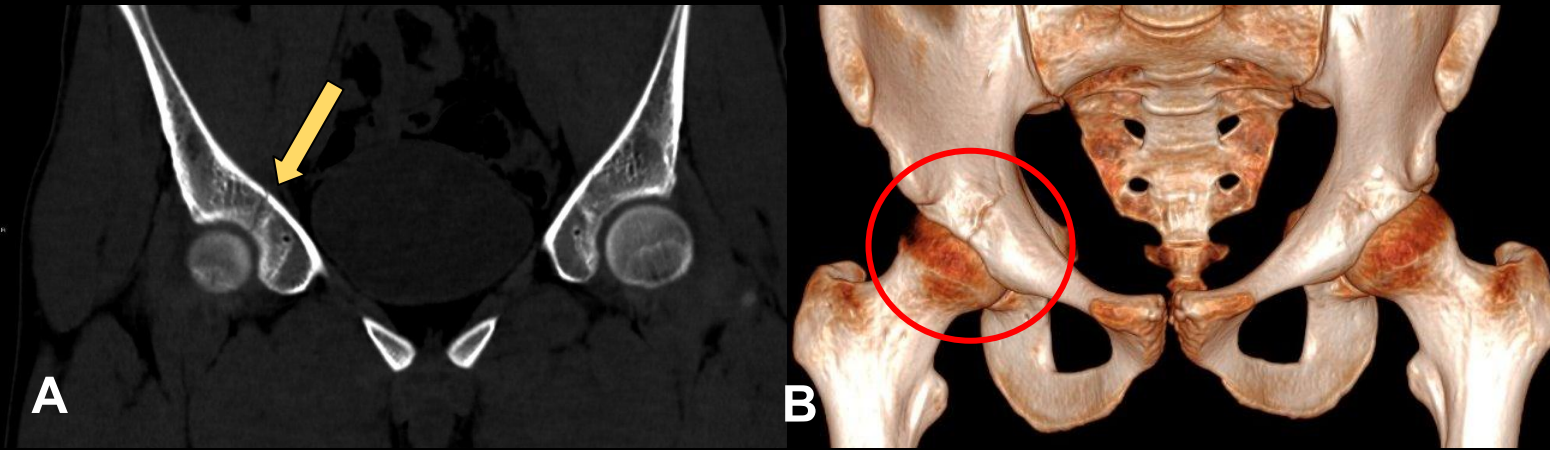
TC de pelvis sin contraste I.V
